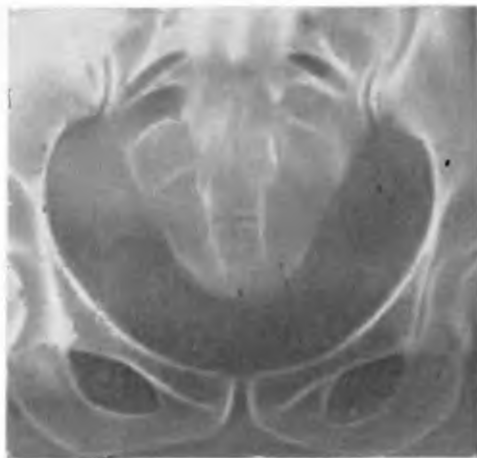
Рентгенограмма больной К. через 1 мес после удаления копчика по поводу травматической кокцигодинии.
